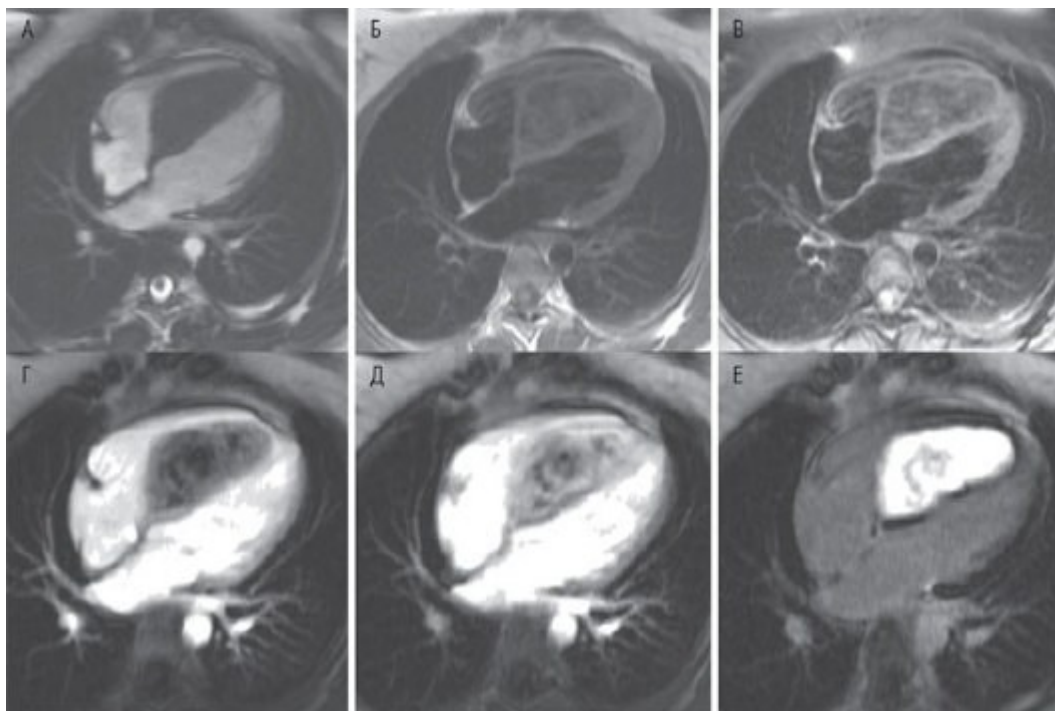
Миокардиальная фиброма в межжелудочковой перегородке. А - киноизображение, показывающее очень толстую перегородку. Б - изображение T1-ВИ, показывающее низкий сигнал интенсивности новообразования. В - изображение T2-ВИ, показывающее низкий сигнал интенсивности новообразования. Г и Д - изображения перфузии, показывающее относительно низкую перфузию новообразования. Е - изображение после введения гадолиния показывают интенсивное его накопление. Эти изображения демонстрируют типичные особенности сигнала фибромы.
